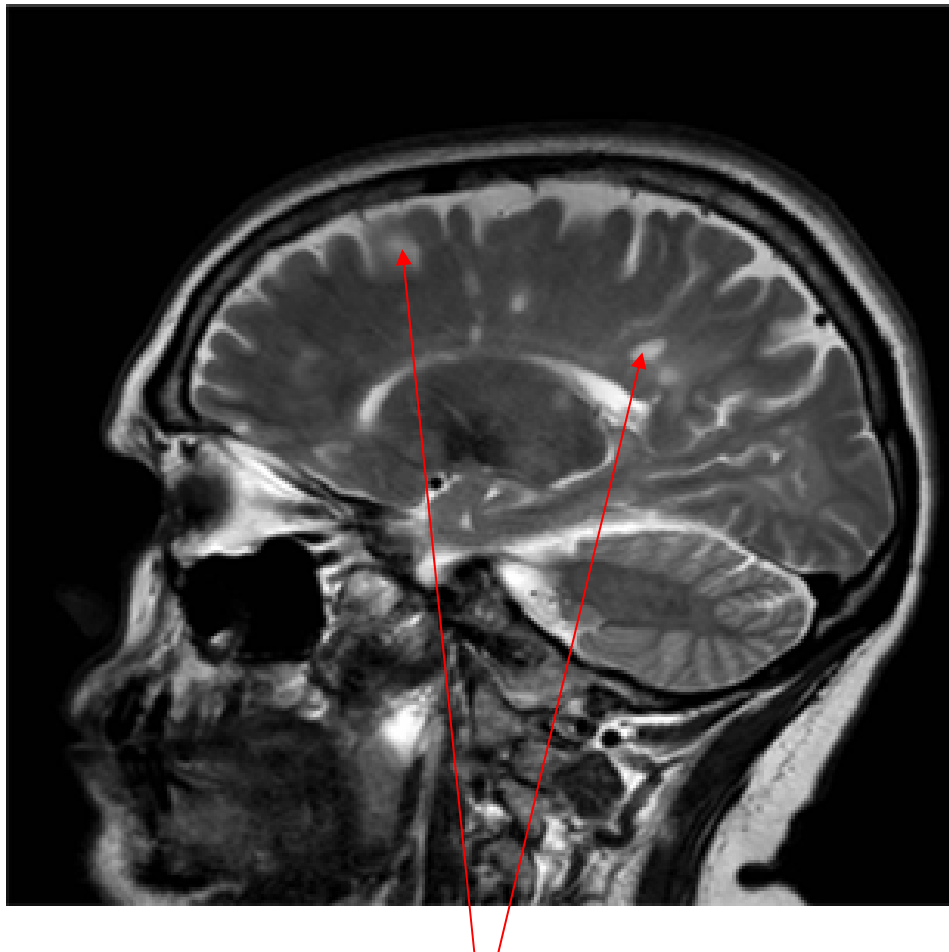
Cranielle MRT einer 39-jährigen Patientin mit gesicherter Multipler Sklerose. Nachweis von mehreren Marklagerläsionen (rote Pfeile). Sagittalschnitt, T2 Wichtung.
